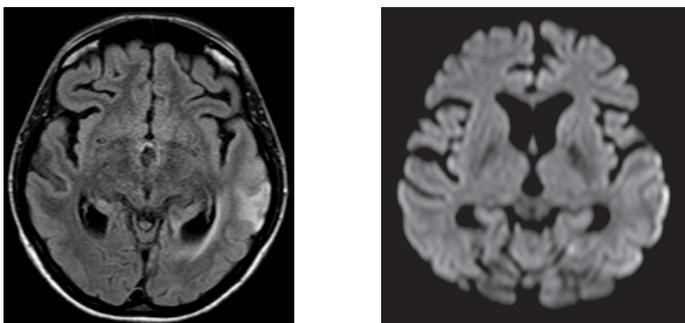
a, b. MR-preiskava pri bolniku s HSV encefalitisom na FLAIR-sekvenci (a) pokaže zvišan signal kortikalno levo temporalno kortikalno, v istem področju je tudi restrikcija difuzije (b), ki je manj izražena kot pri akutni ishemični možganski kapi.*
